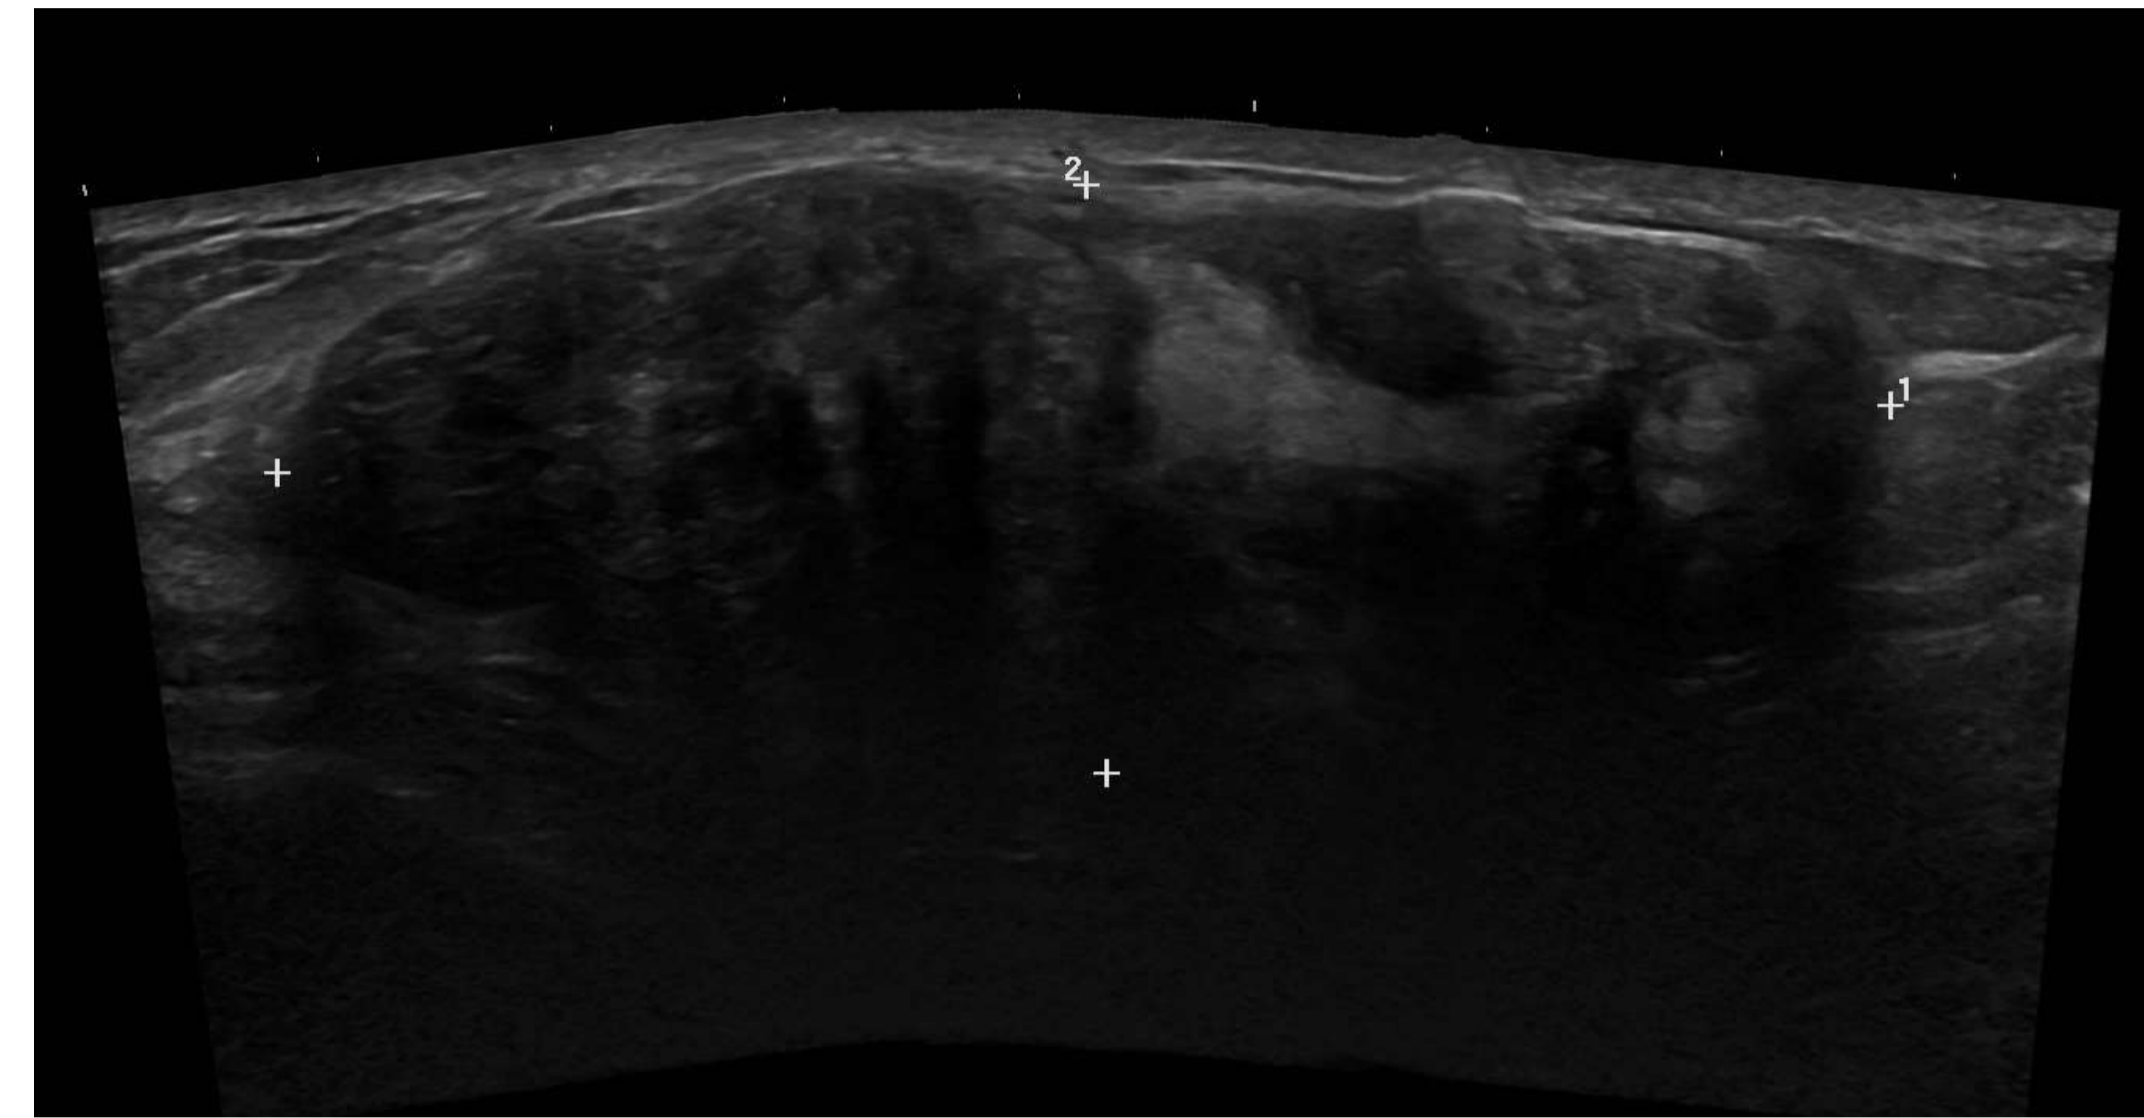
Ecografía. Fig2: Mamografía
